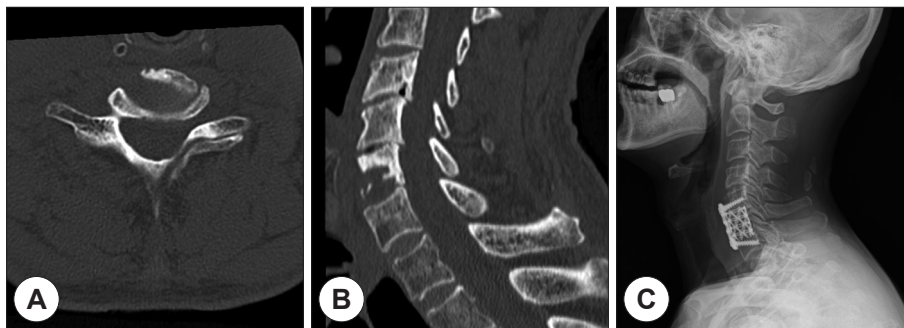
A and B : C6 corpectomy with atlantis plate & pyramesh cage was done. C-spine 3D CT shows irregular shaped osteolytic lesion at the body of C6 vertebra. C : Pyramesh cage insertion and plating were done after the C6 corpectomy.
